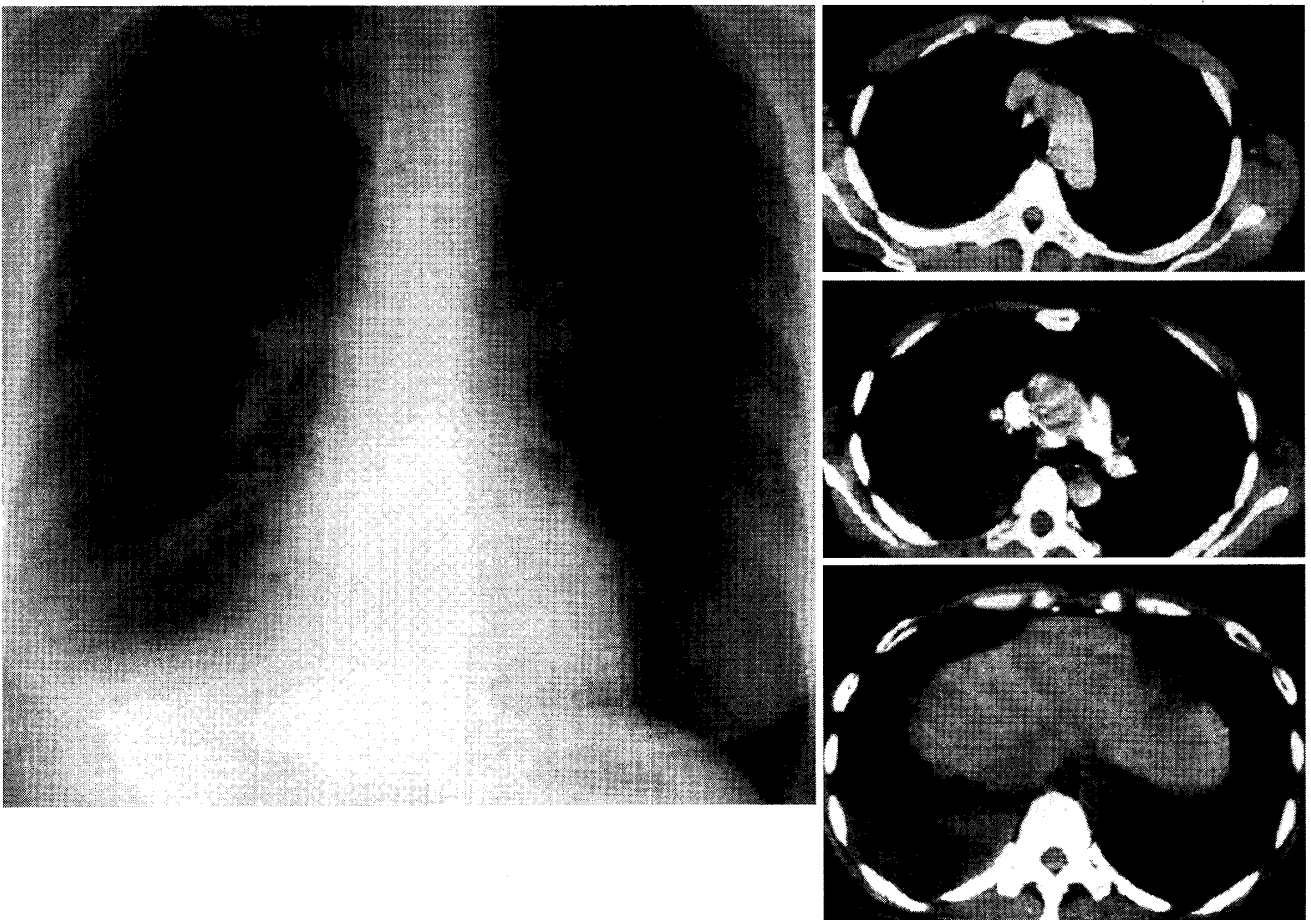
症例 2 42 歳女性 胸部 Xp (左) と胸部 CT (右)
